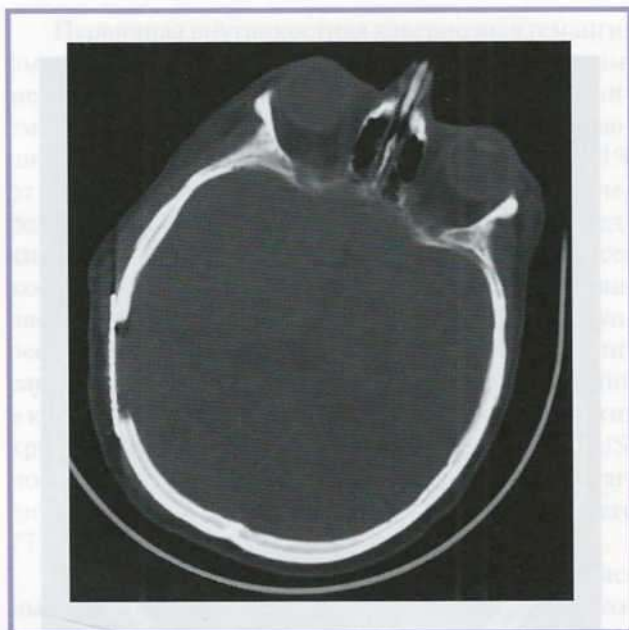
Компьютерная томограмма костей черепа. Видны интактные наружная и внутренняя костные кортикальные пластинки. Наблюдаются характерные признаки ПВКГ в виде «сот» и «лучистой звезды».
